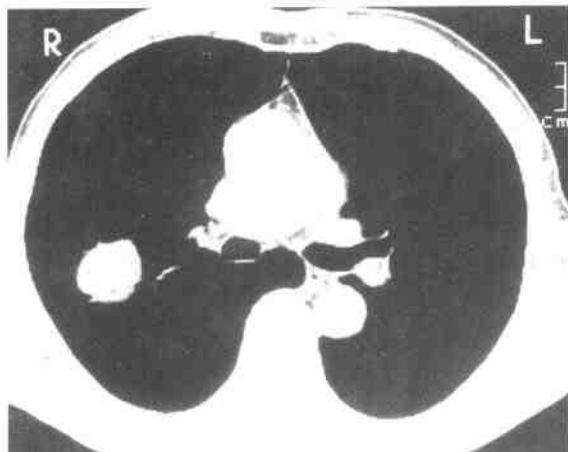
右肺周围型典型肺类癌，CT 纵隔窗示肿瘤边缘光滑，密度均匀
